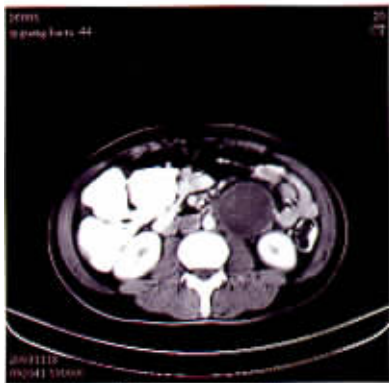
CT 示腹膜后 5.7 cm × 5.5 cm 实性占位
